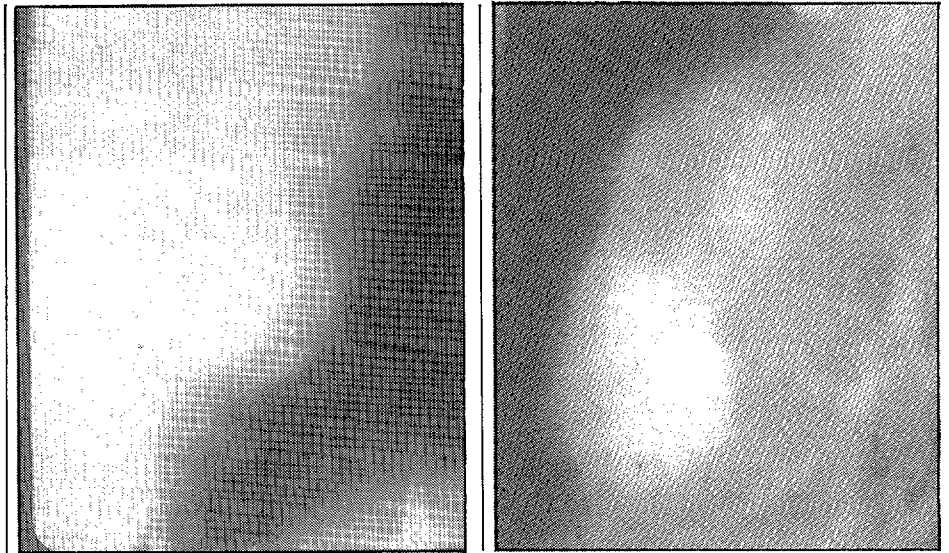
Misma fecha que la figura 2 A y B: Tomografías AP y oblicua posterior derecha, respectivamente. Por el polo inferior de la imagen redondeada penetran ramas vasculares que se incurvan desde abajo y adentro hacia arriba y afuera.
